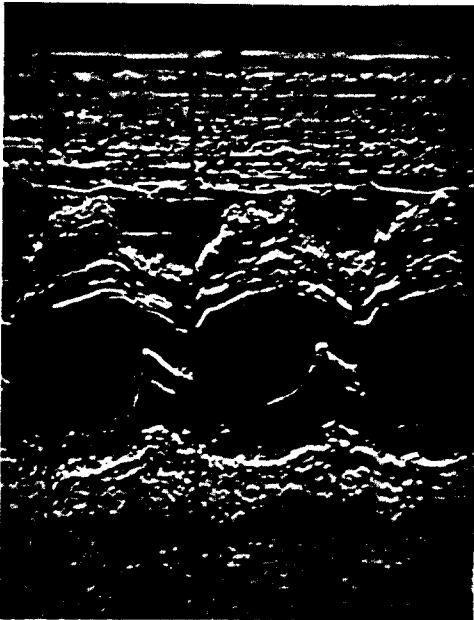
Echocardiogram from a patient with Ebstein's anomaly(case I). The anterior tricuspid leaflet and the septal tricuspid leaflet are recordable. The Mc Tc interval is 0.827 seconds.
